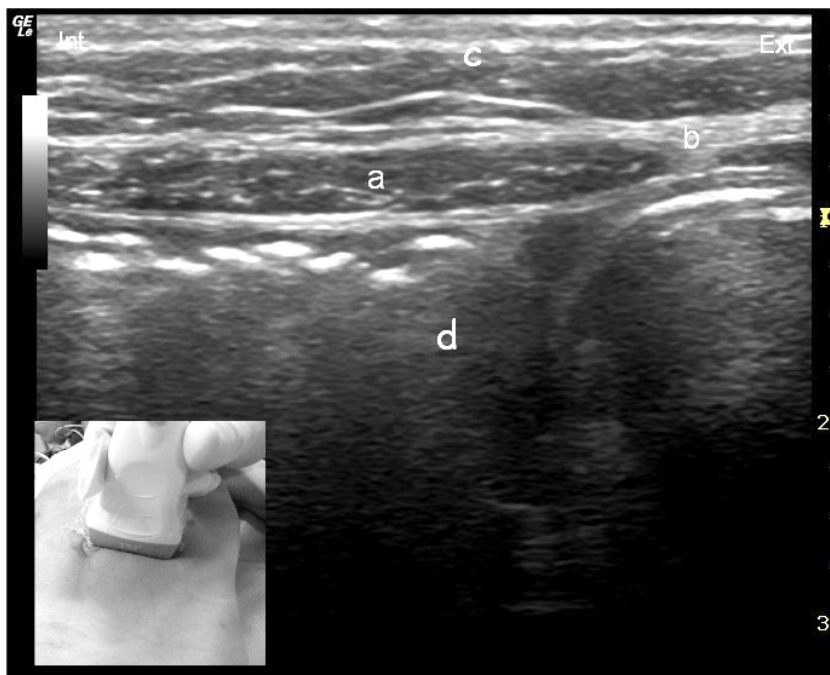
Bloc para-ombilical, repères échographiques.
